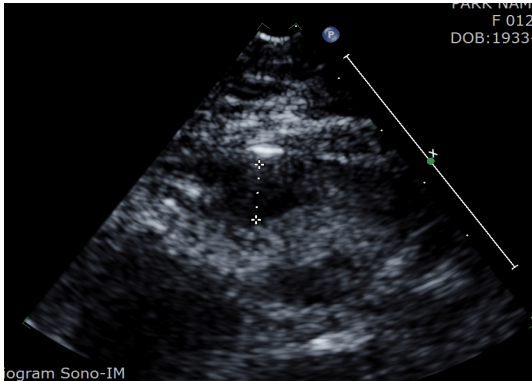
parasternal long-axis view (EAT1)
